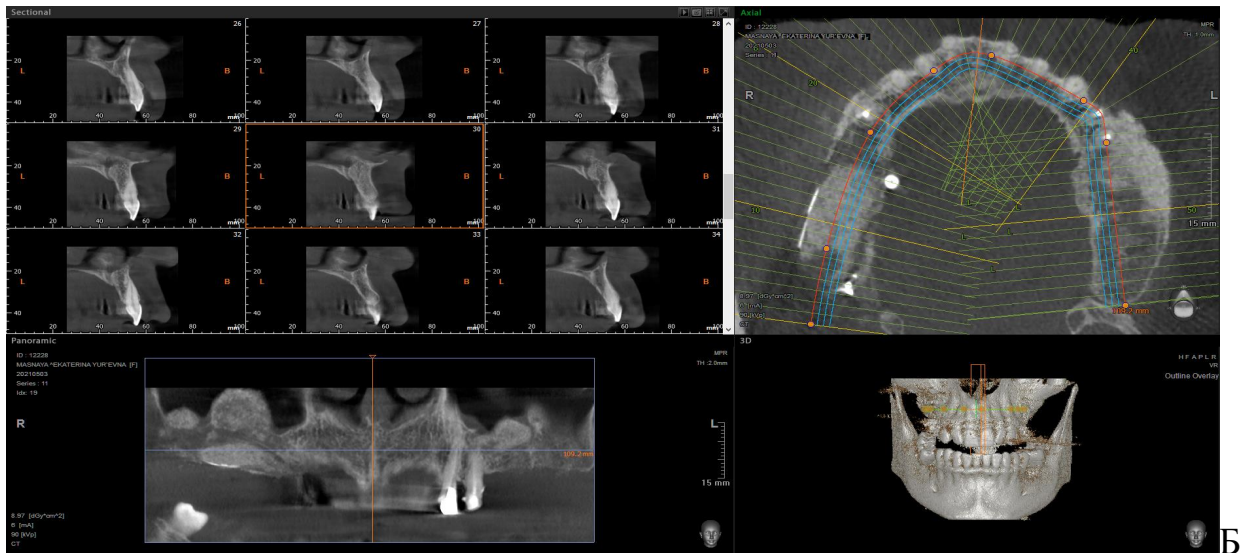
Скриншоты конусно-лучевой компьютерной томографии пациентки М. исходно [А] и через 8 месяцев после остеозамещающей операции [Б]
